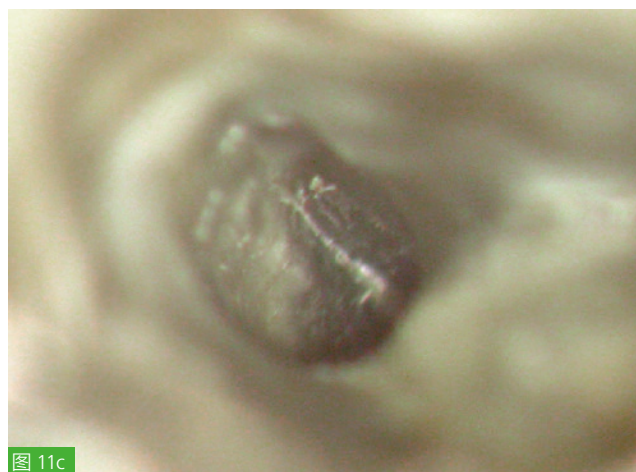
至 c: 在对 24 和 25 牙齿重新做义齿修复之前, 需要进行根管再治疗。口内 X 线片和临床检查后, 无证据表明存在牙根纵裂(a)。但在轴向投照的 CBCT 图像中看到, 25 牙齿的腭根局部有一个透射区(b)。通过冠内检查 (IKD) 证实了对牙根纵裂的怀疑(c)。
